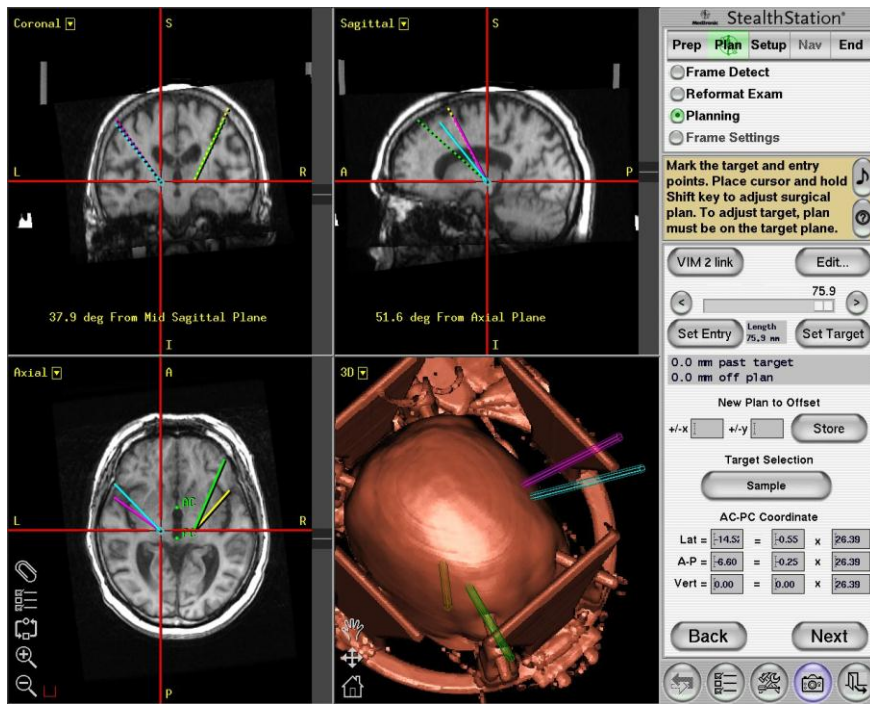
Screenshot zur fusionierten CT- / MRT-Aufnahme mit AC/PC-Koordinaten (unten links)
